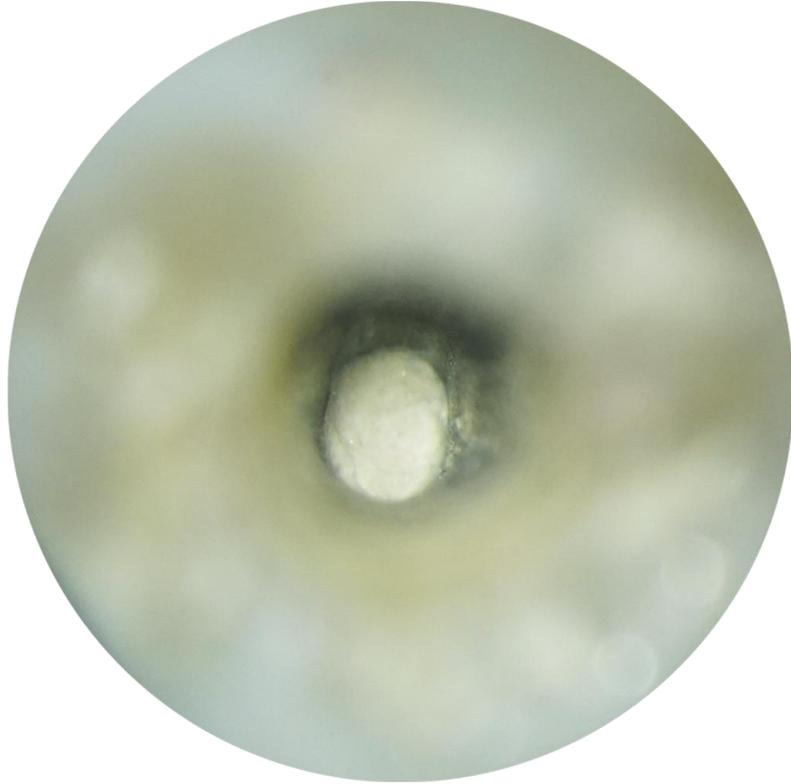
Radiografía corte de gutapercha realizado microscópicamente mostrando ninguna pared de material remanente.
